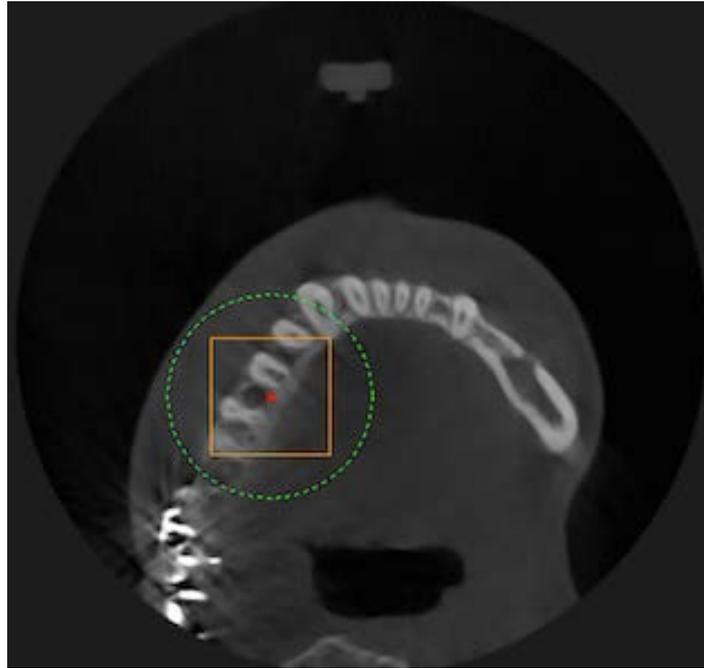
coupe axiale du Cone Beam réalisé sur la 45. (Cas du Dr Chaudeau)
